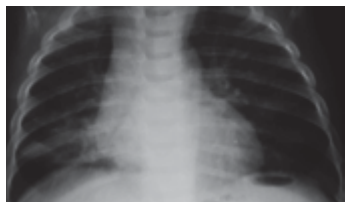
Рентгенограмма ОГК от 04.05.11 г. Прозрачность легочной ткани в проекции S 8, 9 правого легкого снижена, в сравнении с 25.04.11 г. — менее интенсивна. Средостение не смещено
